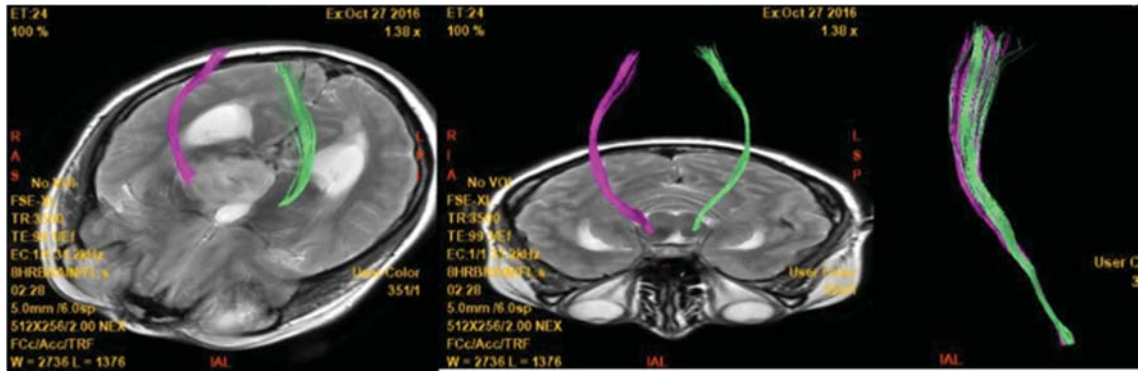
Пример инфильтрированного КСТ по данным ДТ-трактографии у п-та с глиомой Grade IV. Несмотря на вовлечение КСТ в опухоль по данным T2-FLAIR отмечается правильное, симметричное положение тракта. Количество в выборке – 8 (7,4%).
